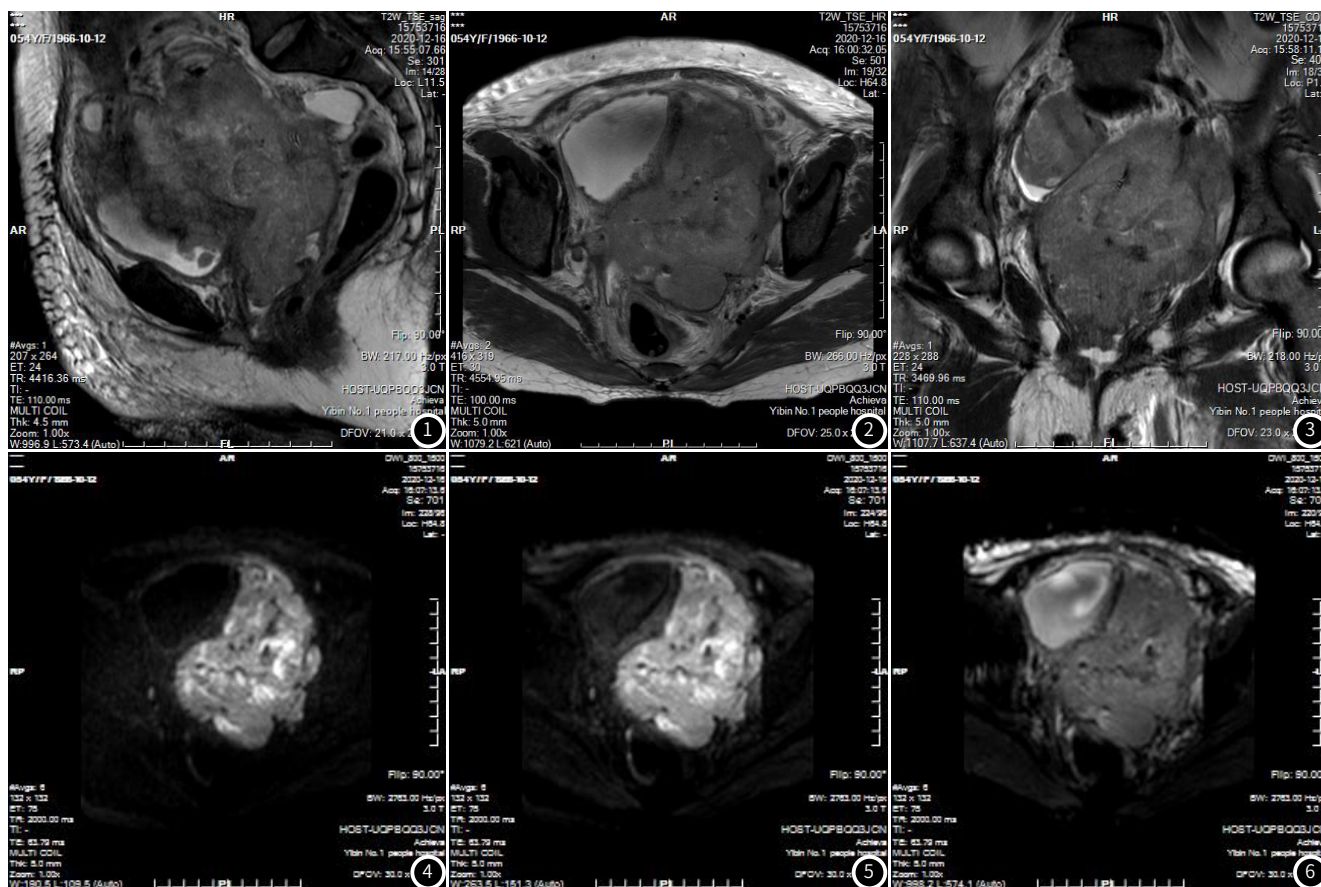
T2WI矢状位。图2 T2WI横断位。图3 T2WI 冠状位。图4 DWI 1000。图5 DWI 800。图6 DWI 600比值。
